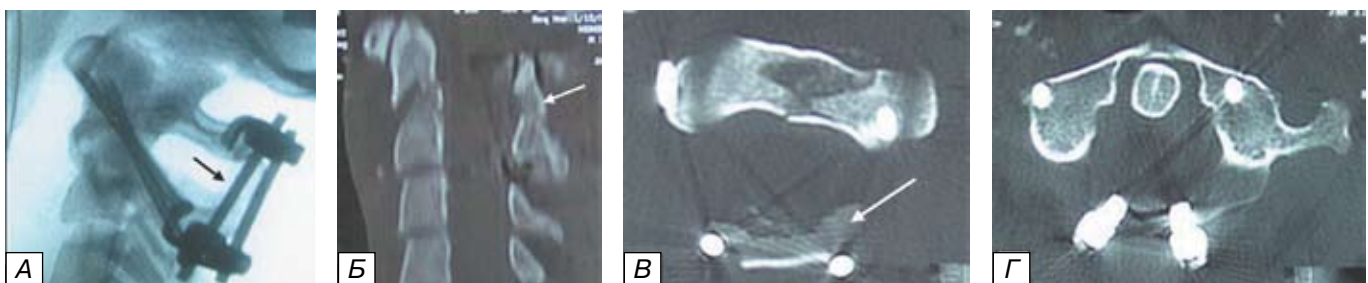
Контрольные снимки больного Н., 30 лет, после проведенного комбинированного переднезаднего хирургического вмешательства. а) рентгенограмма шейного отдела позвоночника в боковой проекции; б — КТ-реформация шейного отдела позвоночника в сагитальной проекции; в, г — КТ позвонков C₁-C₂ в аксиальной проекции. Трансдентальный переломовывих атланта устранен, ось позвоночника восстановлена. Положение фиксаторов корректное. В междужковом промежутке установлен костный аутооттрансплантат (указан стрелкой).
